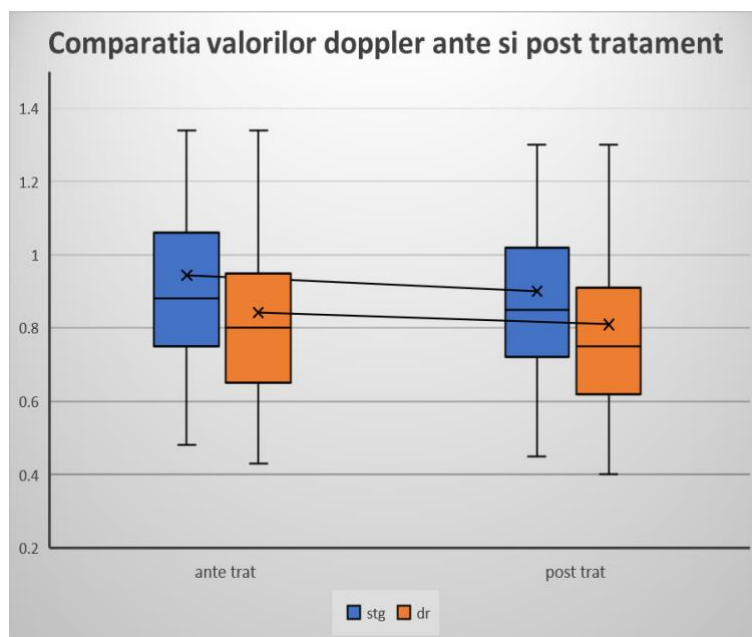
Comparația valorilor Doppler înainte și după tratament
